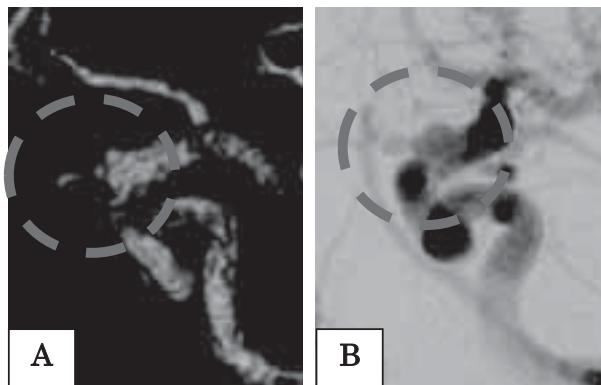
CT-Angioにて（A）動脈瘤と血管の壁不整があり解離性動脈瘤が疑われ血管撮影が行われた。血管撮影（B）で解離性動脈瘤と診断された。
